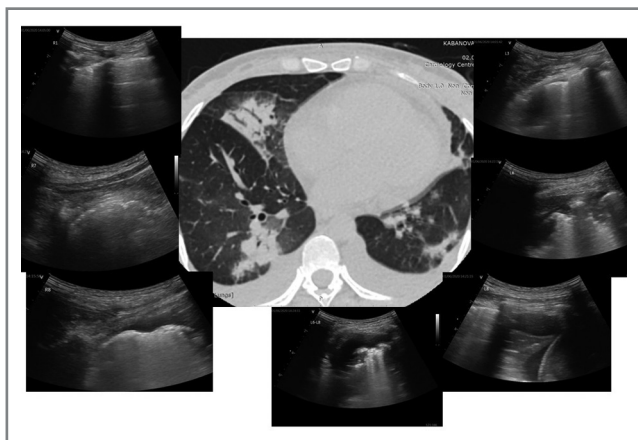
Сопоставление УЗИ легких с данными КТ согласно разработанному протоколу у пациента с COVID-19 в динамике.
